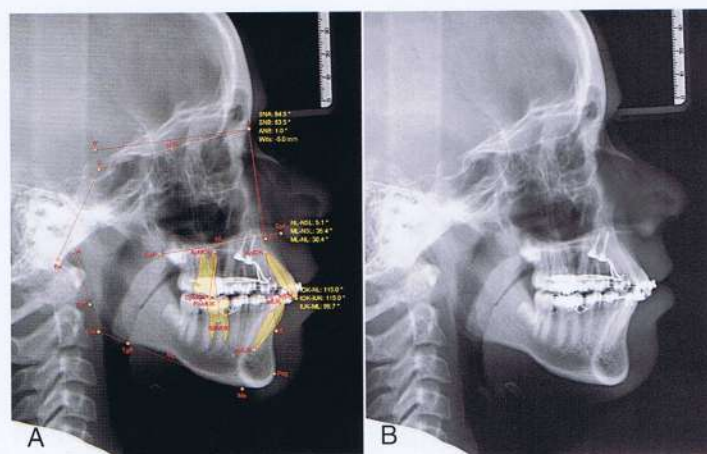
A y B, las radiografías muestran una distalización completa de los molares.
